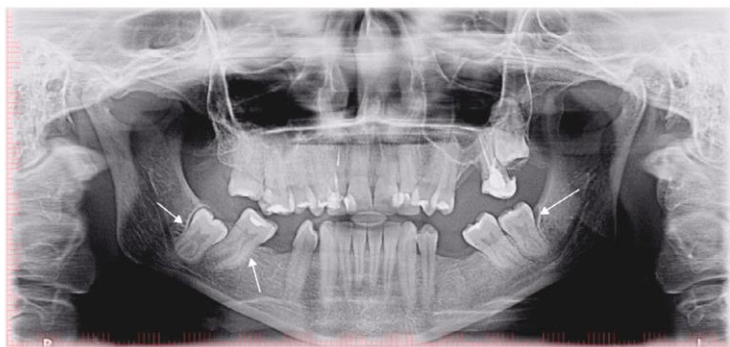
Panoramic radiograph with taurodont teeth 38, 47 and 48
